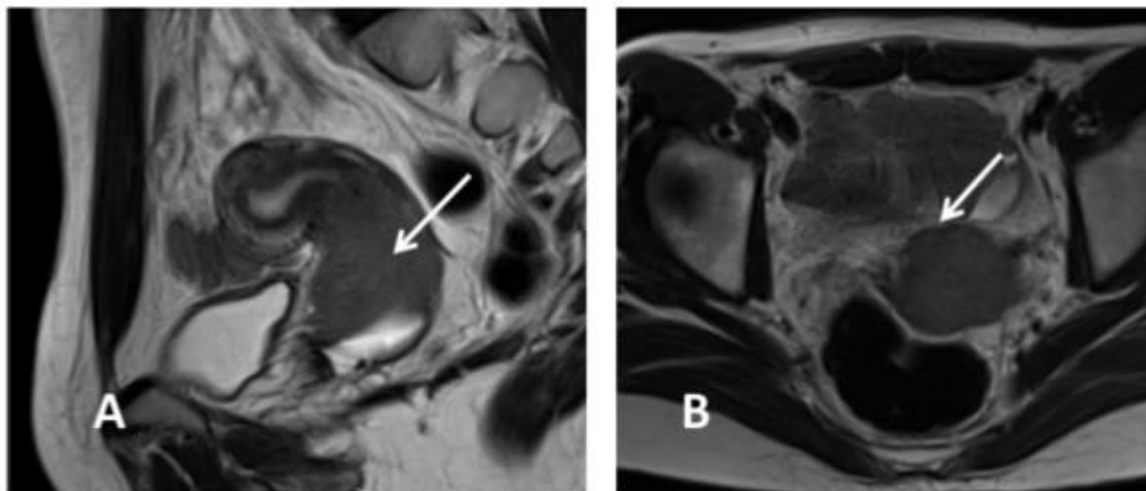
IRM pelvienne d'une tumeur infiltrant les paramètres. A : sagittal. Flèche : tumeur. B : axiale. Flèche : persistance du stroma cervicale en avant. Effraction du stroma à droite comme à gauche [43].
